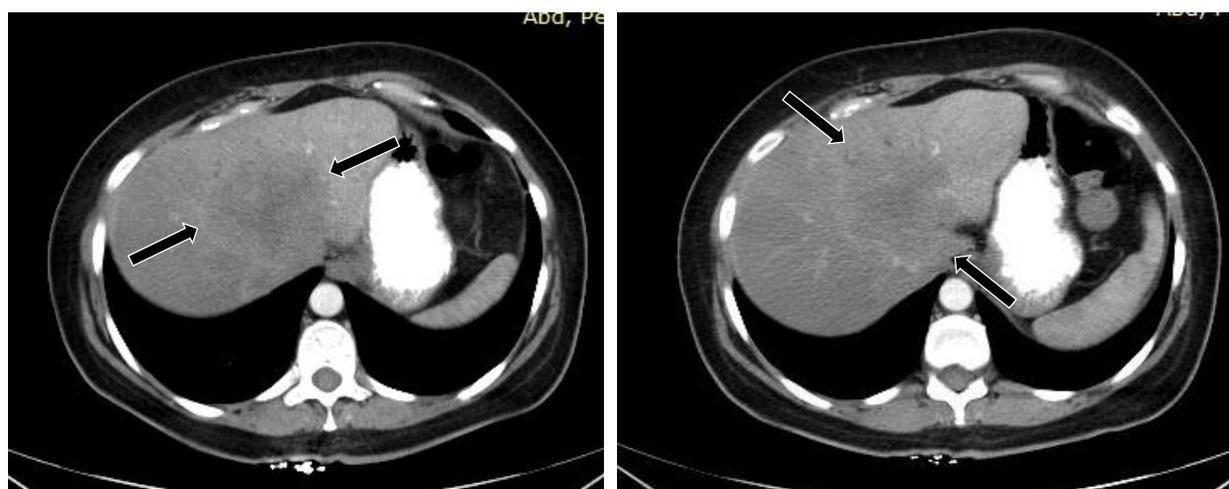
КТ-картина метастатического очага печени до начала лечения
